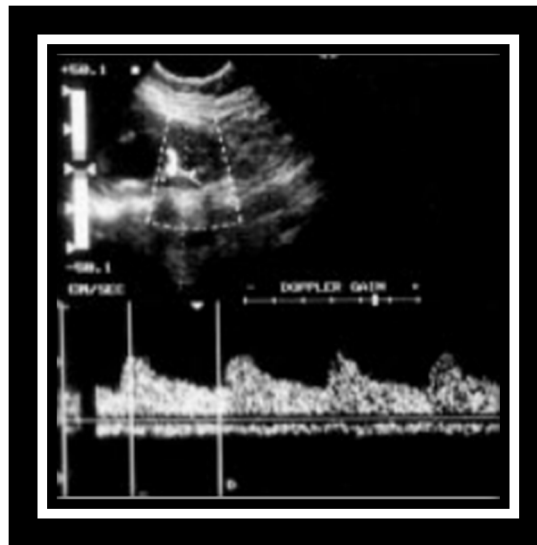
Doppler pulsé d'une hydronéphrose chronique avec index de résistance à 0,65 ⁽¹²⁰⁾
